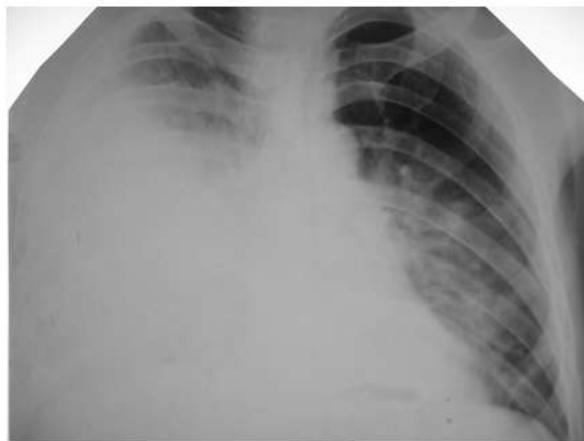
Рентгенограмма пациента Л. через 7 дней после начала заболевания. В правом легком субтотальное затемнение, пневмония. Отмечается воспалительная инфильтрация в верхней и нижней долях левого легкого
